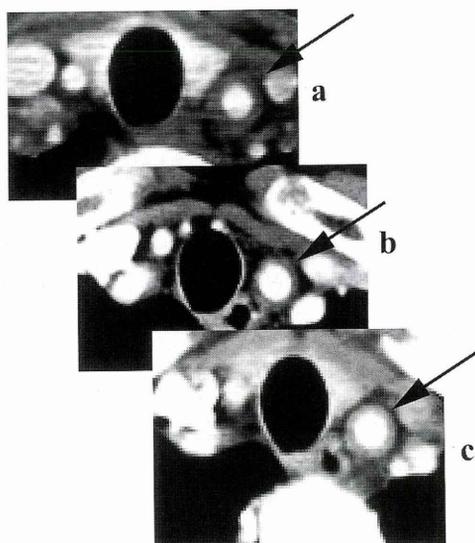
左総頸動脈レベルの造影 CT の経時的变化
